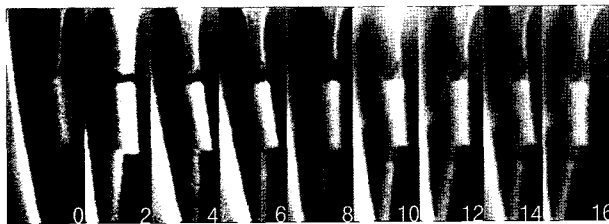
Serial radiograph of union case with slight absorption of implant in defat-freezing group (0~16 weeks after graft).
